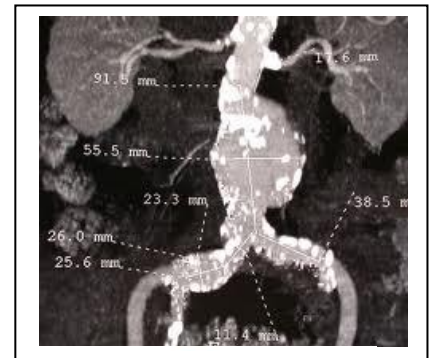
TDM : anévrisme fusiforme de l'aorte sous rénale avec multiples calcifications vasculaires athéromateuses.
